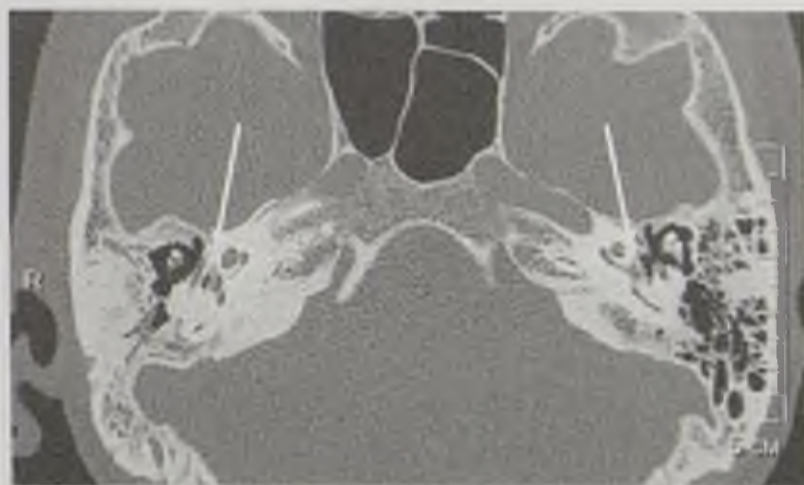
Компьютерная томограмма височной кости в аксиальной плоскости. Остеосклероз. Визуализируются участки разрежения костной структуры капсулы лабиринта кпереди от ниши окна преддверия с распространением на стенки задних отделов средних завитков улиток с деформацией и нечеткостью контуров (стрелки)
